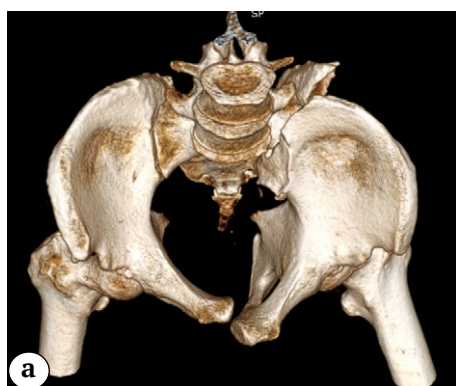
3D-реконструкция КТ таза в проекции «вход» (a); 2D-реконструкция КТ таза в аксиальной проекции — смещение отломков в области КПС больше 1 см. Стрелка указывает уровень перелома основания подвздошной кости относительно КПС (II тип по A. Day) (b)
